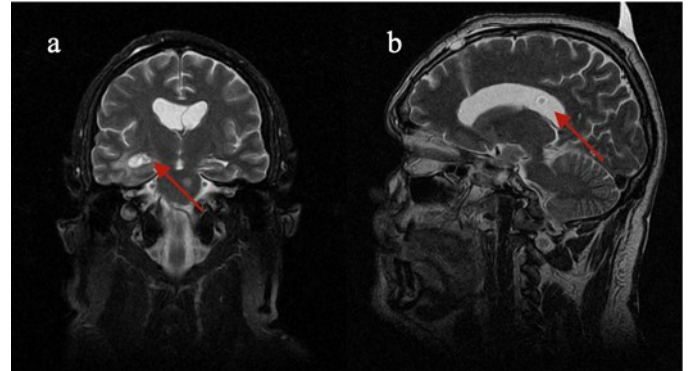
Imagens de ressonância magnética de crânio com contraste, cortes coronal (imagem “a”) e sagital (imagem “b”), onde se observam lesão com sinal heterogêneo predominantemente hiperintenso em T2 localizada na porção medial do lobo temporal direito, com realce predominante periférico e irregular pelo agente de contraste medindo cerca de 2,7 x 2,0cm (imagem “a”) e uma segunda lesão, esta intraventricular, também com sinal heterogêneo, medindo cerca de 0,7 x 0,8 cm. (imagem “b”)
